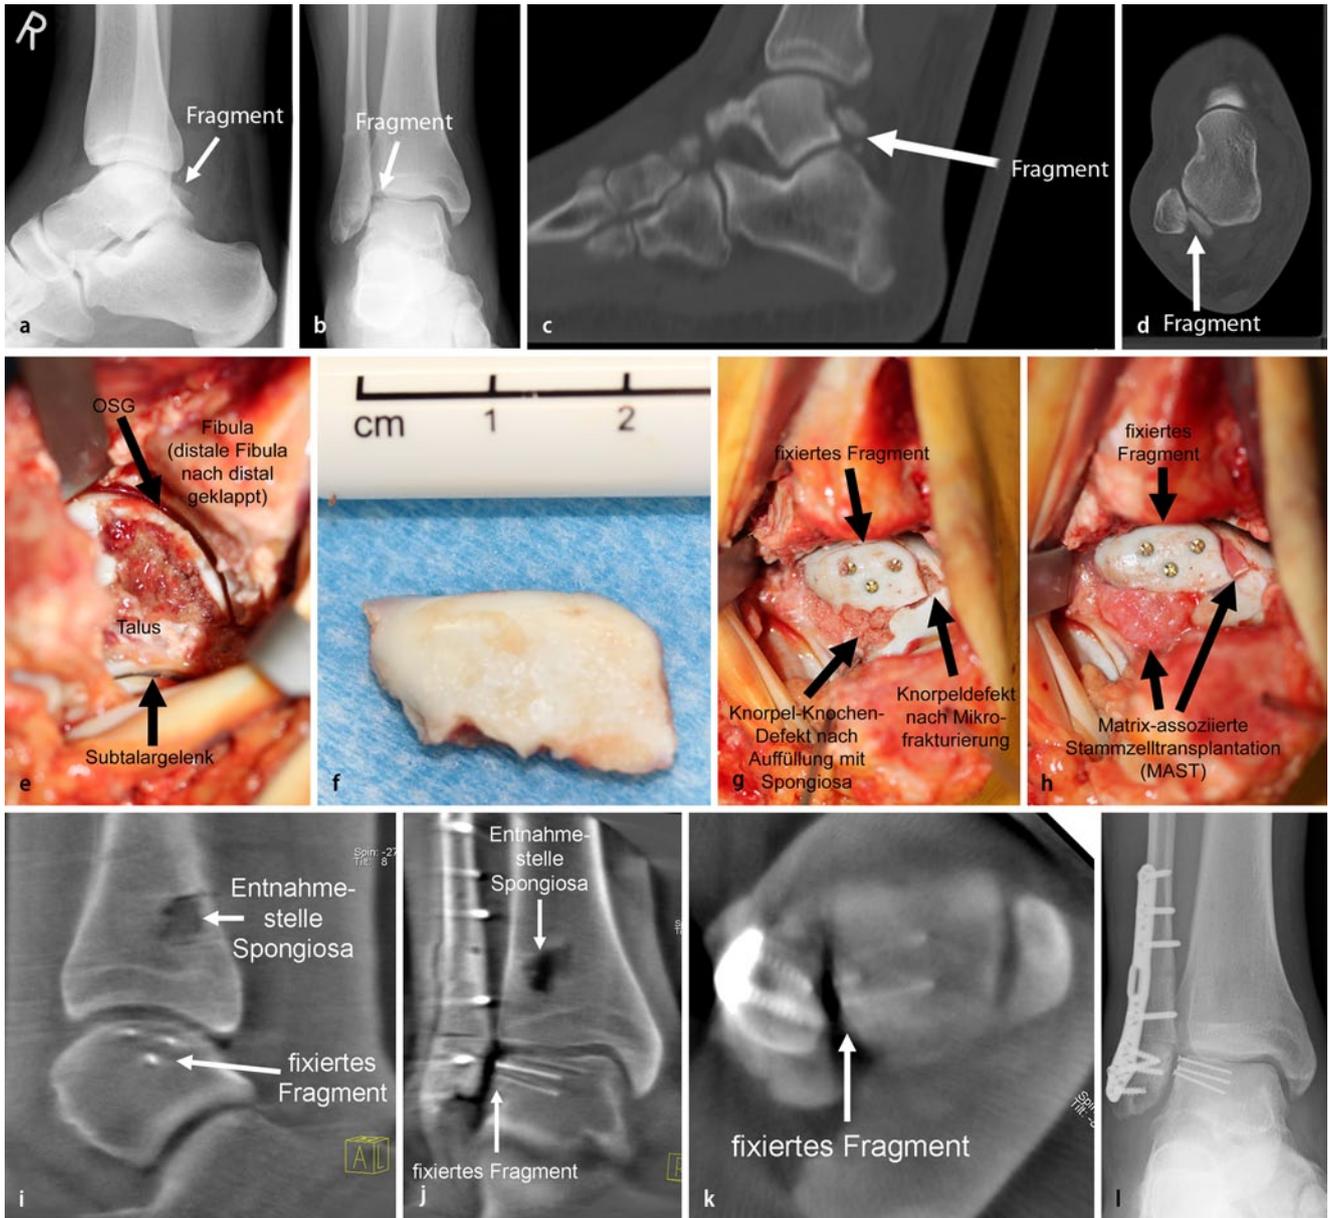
▲ Osteochondrale Fraktur der posterolateralen Talusschulter. a, b Präoperative Röntgenaufnahmen, c Präoperatives CT, sagittale Reformation. d Präoperatives CT, axialer Schnitt. e Situs-Operation nach Fibulaosteotomie an der distalen Begrenzung der Syndesmosenbänder und Herausnahme der Fragmente. f Hauptfragment. g Situs-Operation nach Refixation des Hauptfragments (mit drei 1,6-mm-Schrauben mit Kopf, der jeweils unter das Niveau der Knorpeloberfläche versenkt wurde, da kopflose Schrauben nach Herbert aufgrund der geringen Fragmentdicke keinen ausreichenden Halt geboten hätten), Mikrofrakturierung des begleitenden chondralen Defekts dorsal und Spongiosaauffüllung des begleitenden osteochondralen Defekts ventroplantar. h Situs-Operation nach matrixassoziierter Stammzelltransplantation (MAST) der begleitenden (osteo)chondralen Defekte. i Intraoperatives CT, sagittale Reformation. j Intraoperatives CT, koronare Reformation. k Intraoperatives CT, axialer Schnitt. l Röntgenbild 6 Wochen postoperativ vor Übergang zur Vollbelastung
